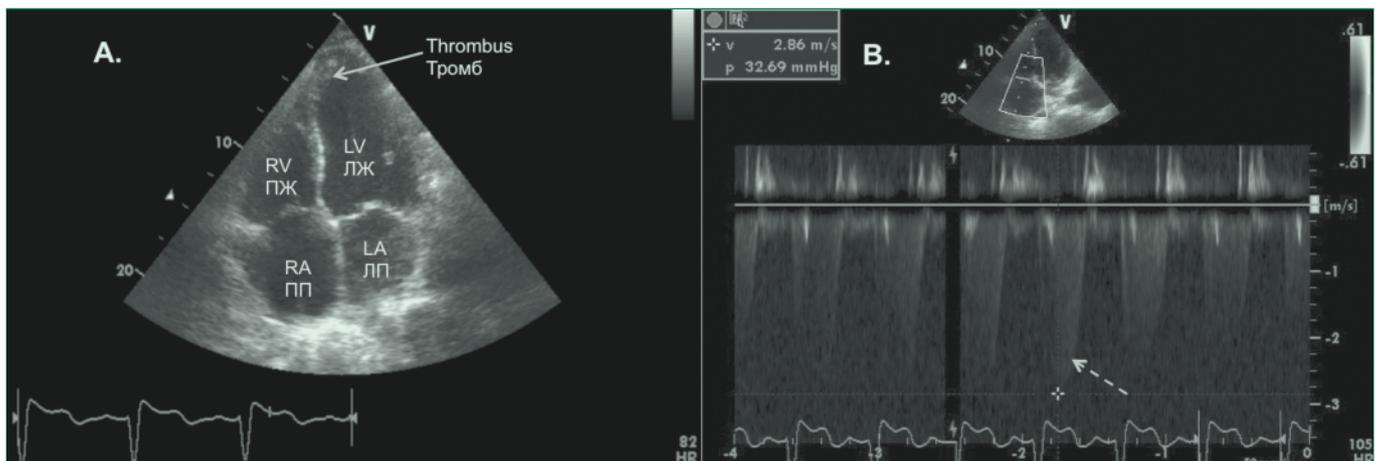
Echocardiography at admission (described in text)
